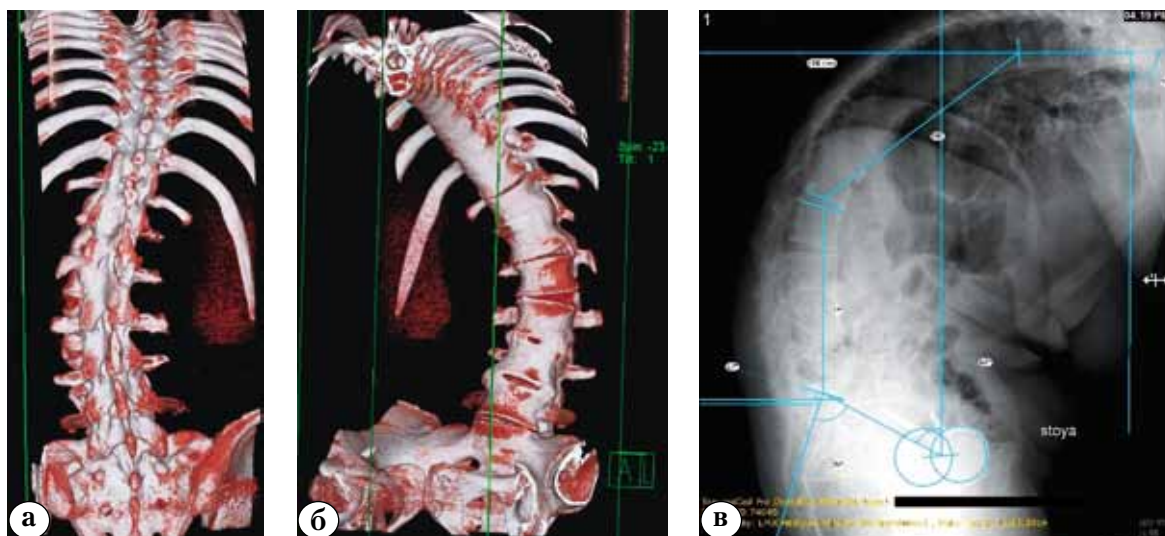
Данные компьютерного 3D моделирования позвоночника в прямой (а) и боковой (б) проекциях; предоперационное планирование по рентгенограмме позвоночника в боковой проекции (в)
